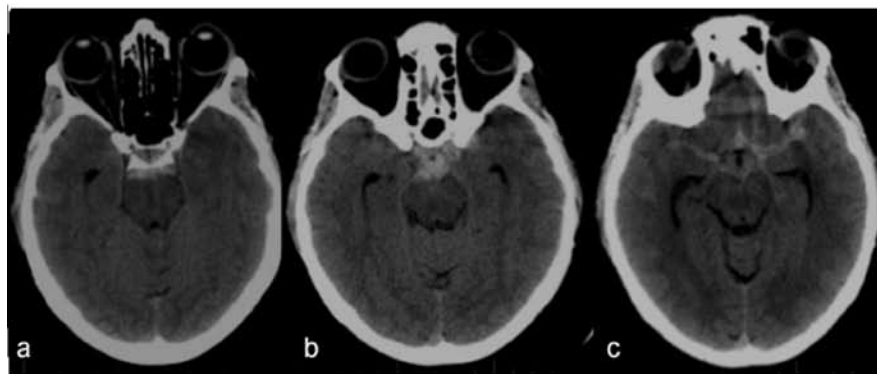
Nel caso n.3, la Tomografia Computerizzata dimostra l'estensione dell'emorragia subaracnoidea alla cisterna chiasmatica (fig.3b) e ad ambedue le scissure laterali di Silvio (fig.3c).
